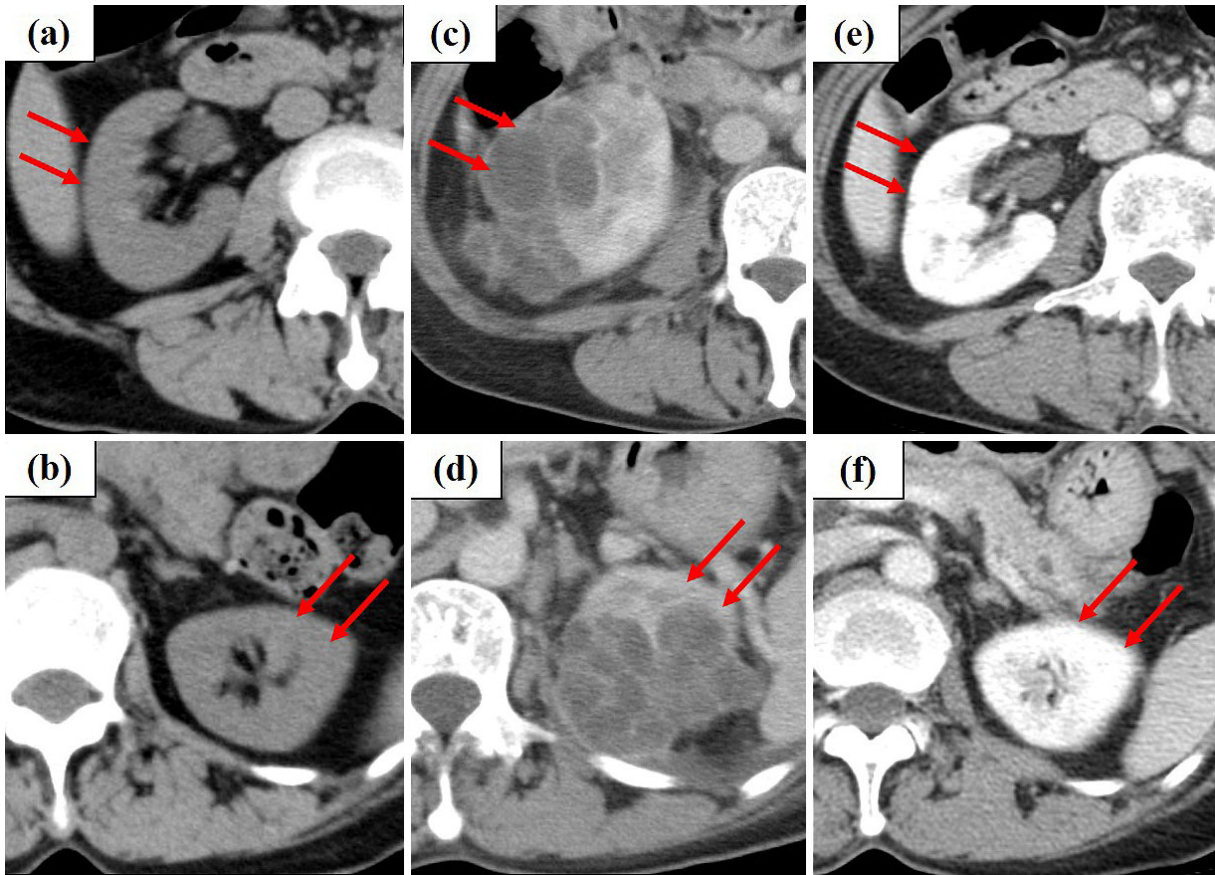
Chest CT on admission did not show any cysts one either side of the kidney (a, b: red arrows). Complexed renal cysts were pointed out in the bilateral kidney at two months after the initiation of crizotinib therapy (c, d: red arrows). However, they disappeared one month after bilateral renal drainage (e, f: red arrows).
